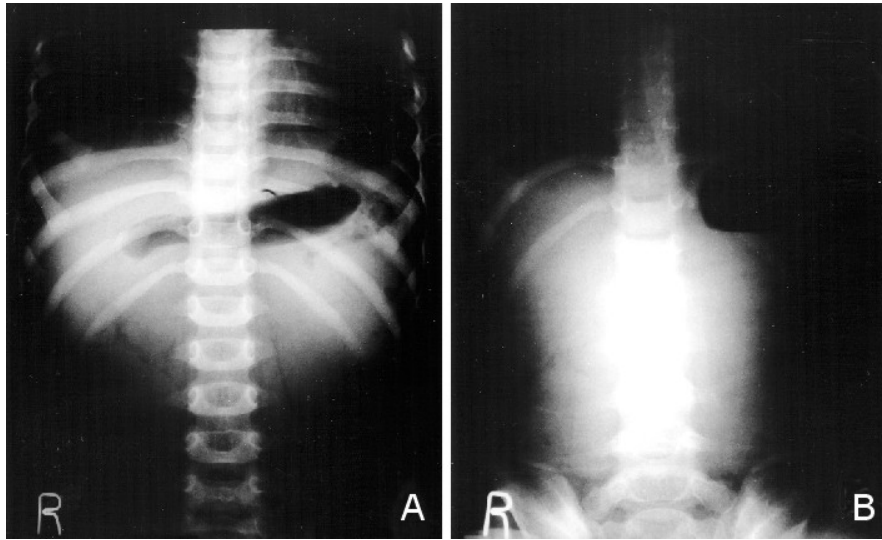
Plain abdominal radiographs. No air is seen distal to the stomach (A: supine, B: erect).
